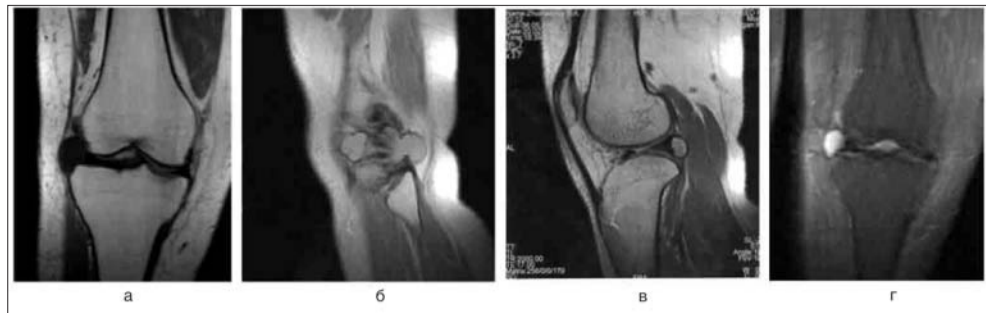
МРТ коленного сустава больной Д.
